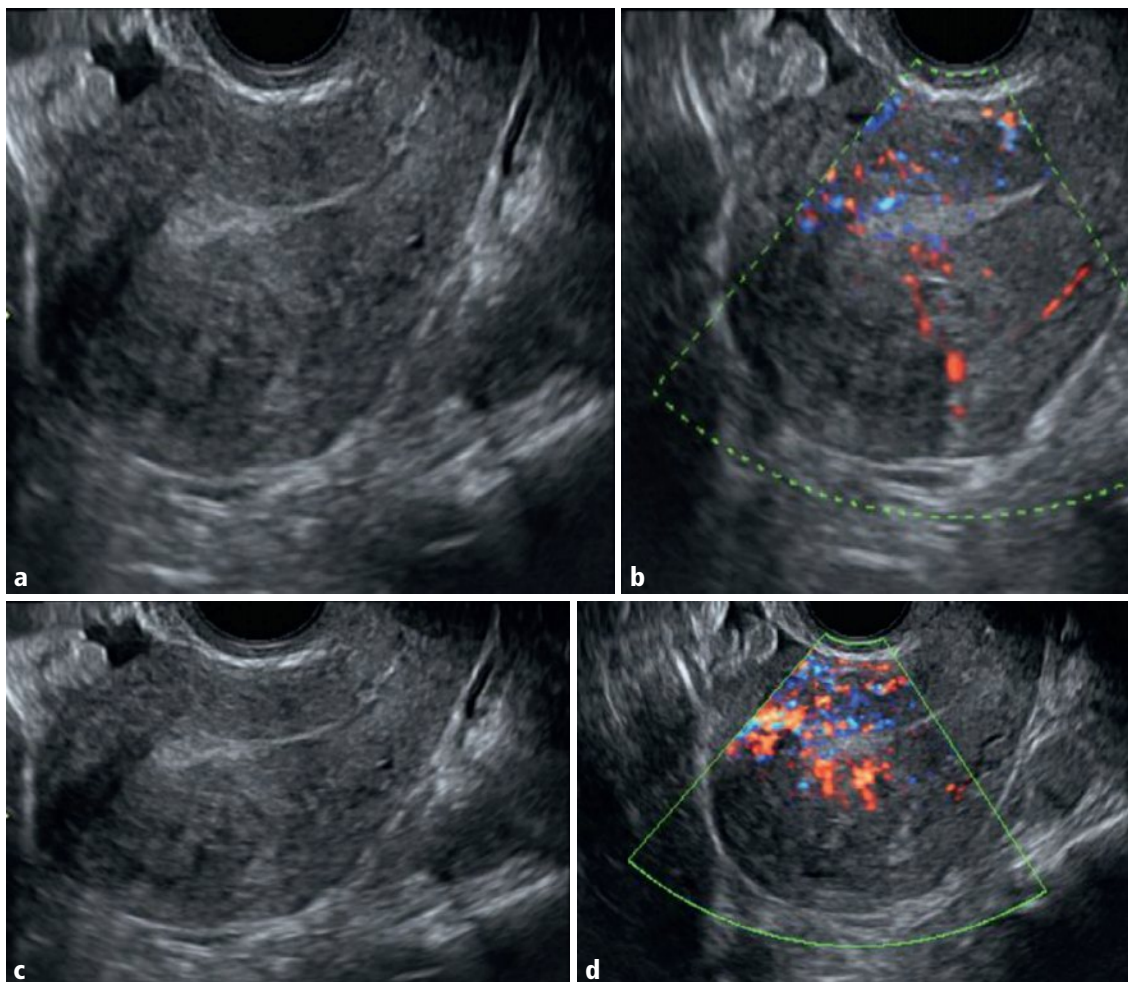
a–d Utérus, coupes sagittales en mode B (a, c) et en Doppler énergie (b, d).
